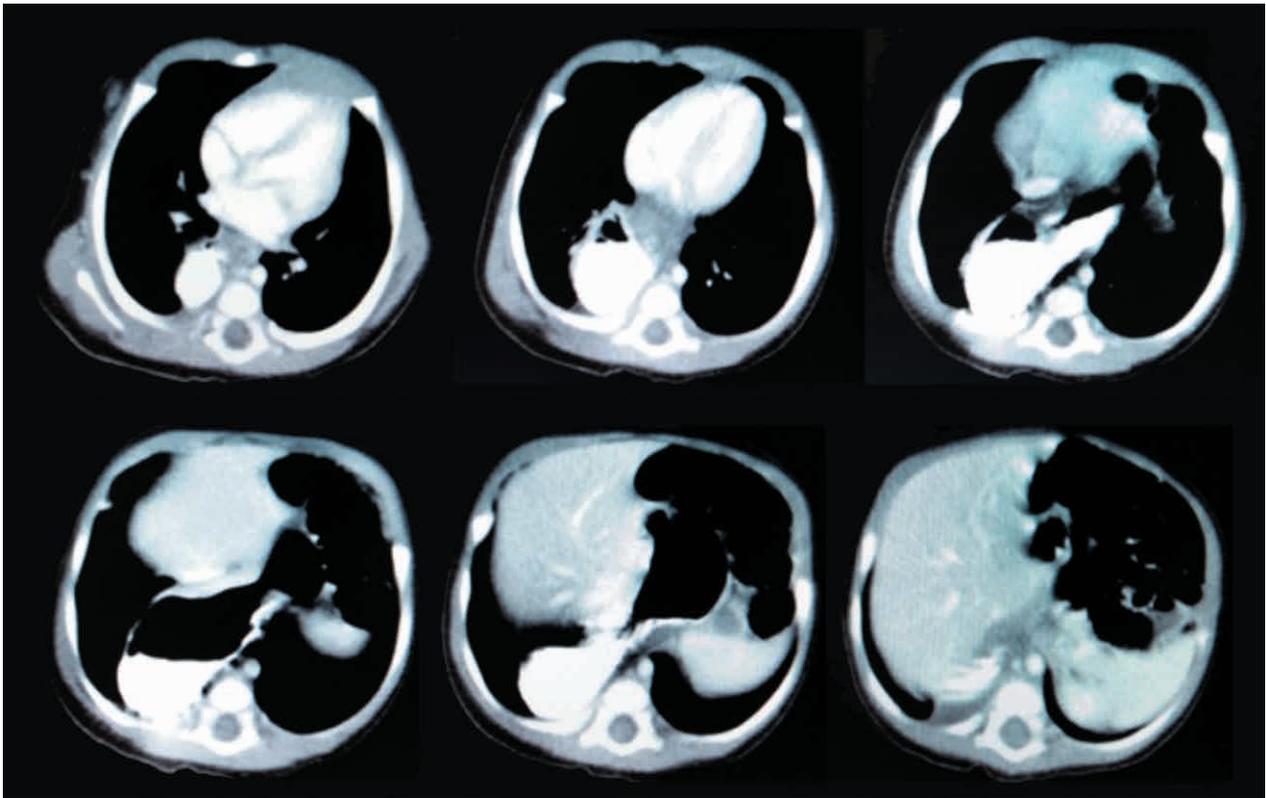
TC toraco-abdominal con contraste, que muestra un ascenso de la unión esofagogástrica y de 2/3 de la cámara gástrica, con aparente malrotación gástrica intratorácica organoaxial sin signos de obstrucción y/o estrangulamiento, y sin apreciar pulmón derecho hipoplásico.
